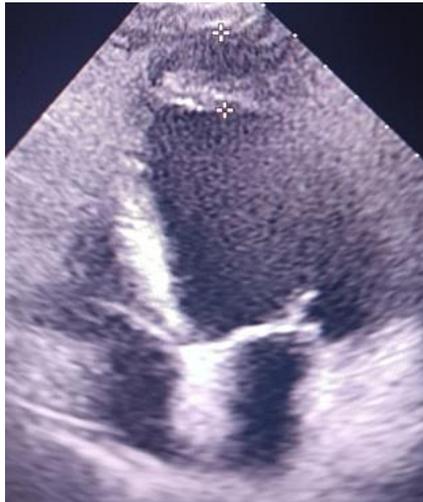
Ecocardiograma transtorácico donde se observa importante hipertrofia apical.
